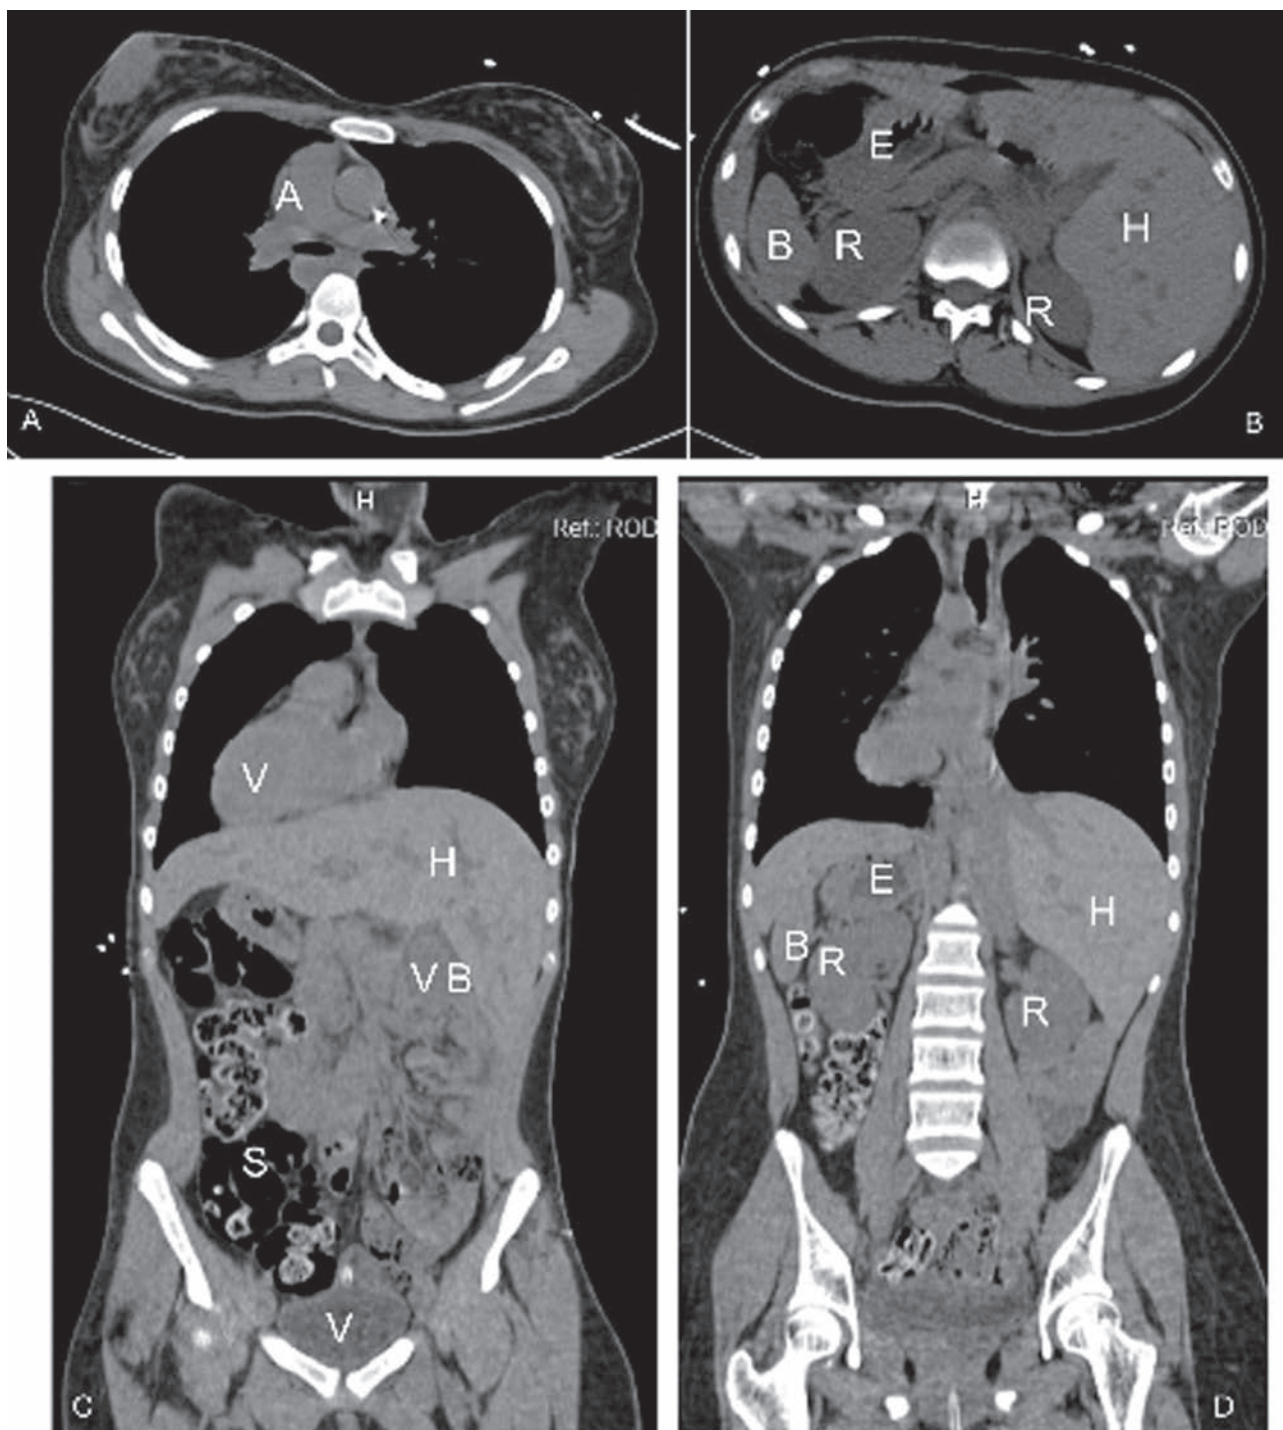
A) TAC de tórax en corte transversal donde se observa el arco aórtico (Ao) a la derecha. B) Se observa la inversión completa de los órganos, con el estómago (E) y el bazo (B) en el lado derecho del paciente, el hígado (H) del lado izquierdo. C) TAC toracoabdominal en corte coronal en donde se observa el corazón y el ventrículo derecho (VD) en el hemitórax derecho, el hígado (H) y la vesícula biliar (VB) en el hemiabdomen izquierdo y el colon sigmoideas (S) en el cuadrante abdominal inferior derecho. D) En esta proyección se aprecian ambos riñones (RD y RI), con mayor elevación del derecho, el bazo (B) y el estómago (E) en el hemiabdomen derecho y el hígado (H) en el hemiabdomen izquierdo.
